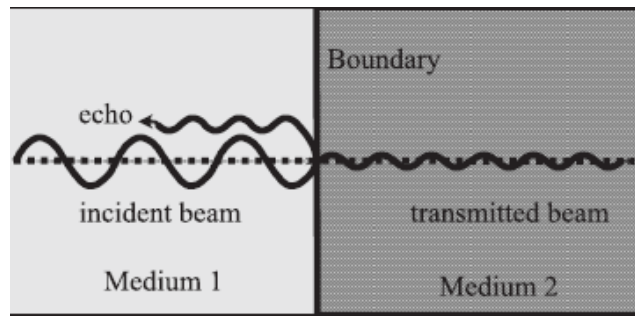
Si dos materiales tienen la misma impedancia acústica, su límite o interfase no produce un eco. Si la diferencia de la impedancia es pequeña, se produce un eco débil y la mayoría del ultrasonido continúa viajando. Si la diferencia es grande, se produce un eco fuerte y el ultrasonido es reflejado completamente. Tomado de Aldrich, ·2007·
